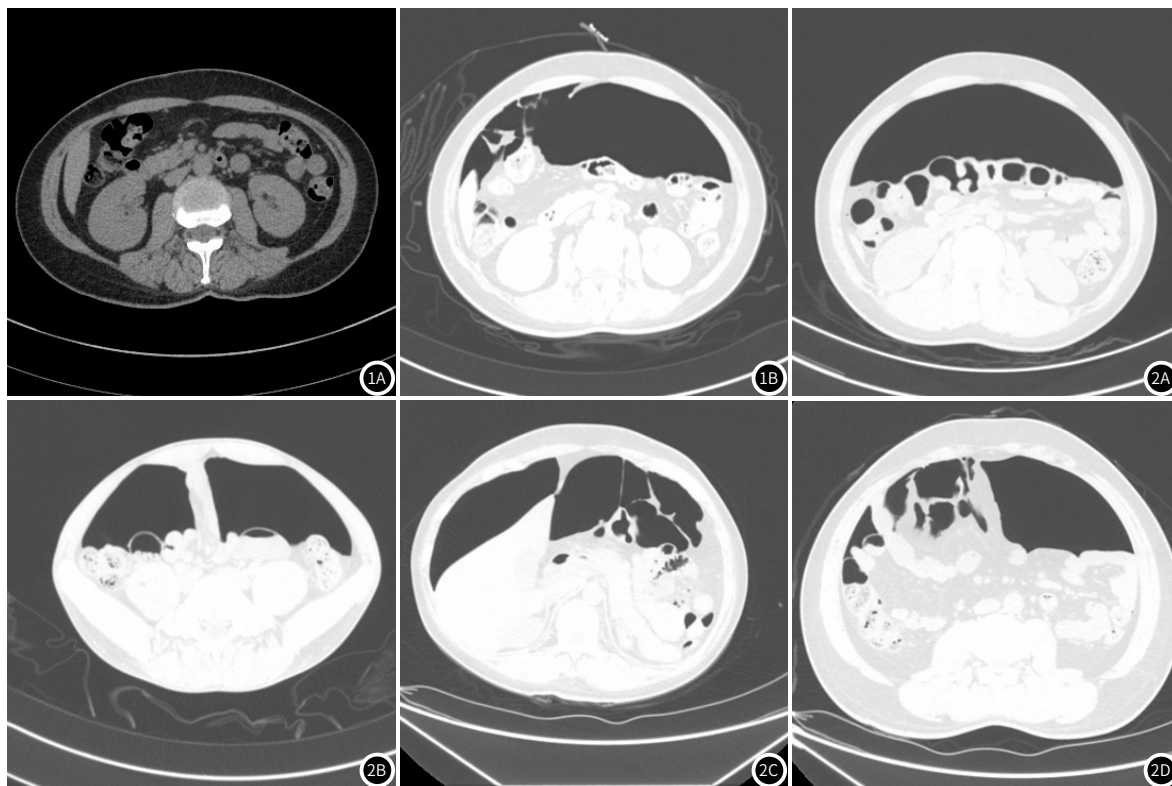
气腹造影CT诊断肠粘连。以上同一患者气腹造影前后图像,图1A示CT平扫图像(腹窗),未见明显异常。图1B示与图1A相近层面气腹造影后CT平扫图像(肺窗),可见部分网膜组织与右前腹壁粘连。图2 气腹造影CT对肠粘连的分级诊断。图2A:示正常的气腹造影后的腹部CT图像。图2B:示气腹造影CT分级诊断为1级,见局部小肠肠管与前腹壁单点粘连。图2C:示气腹造影CT分级诊断为2级,见部分肠管及网膜组织与前腹壁呈多点粘连。图2D:示气腹造影CT分级诊断为3级,可见部分肠管及网膜组织前腹壁弥漫性粘连。
